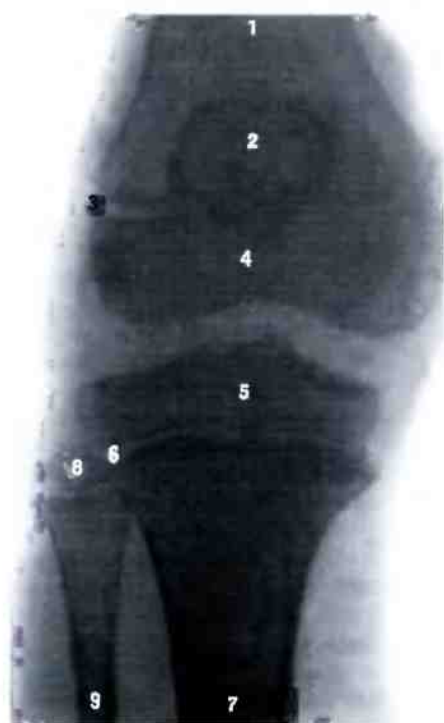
Эпифизарные хрящи (рентгенограмма). (Правый коленный сустав ребенка 12 лет.)
